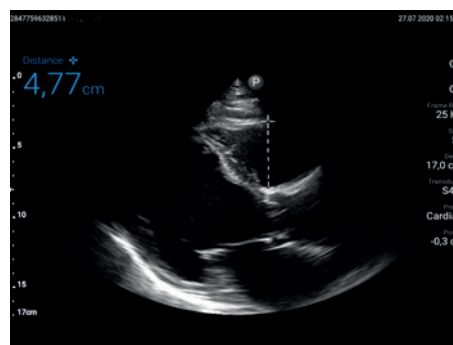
Дилатация выносящего тракта ПЖ по данным УЗИ-ассистированного осмотра.
